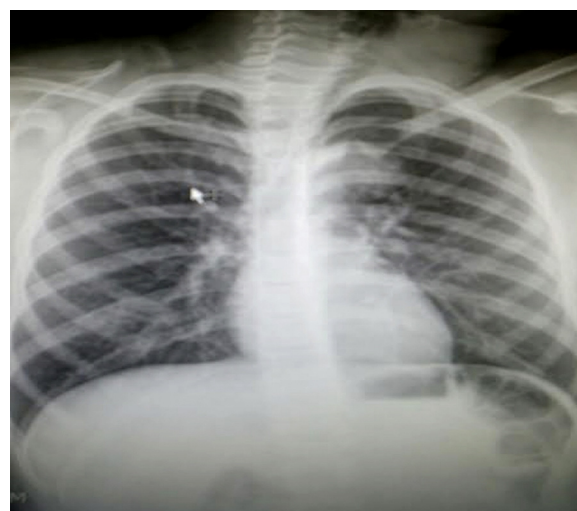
Radiografía de cuello. No se visualiza lesión en el cuello ni en el mediastino o el parénquima.
